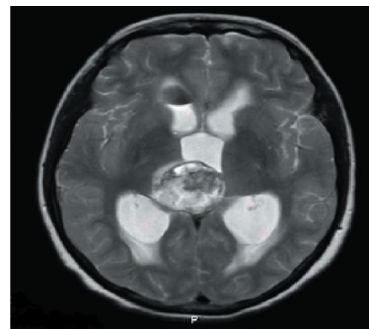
RMN pré-operatória, mostrando volumosa massa na região pineal.
